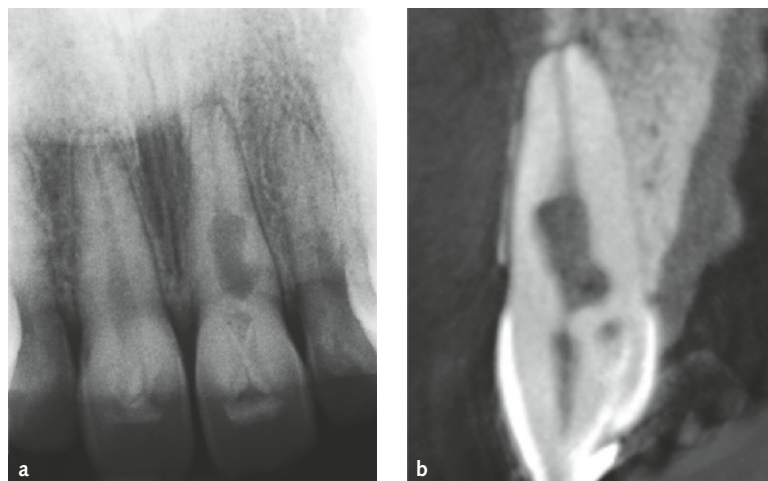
und b a) Intraorale Röntgenaufnahme mit interner Resorption bis in das mittlere Wurzel Drittel am Zahn 21. b) In der sagittalen Ebene der DVT-Aufnahme lässt sich die tiefe Ausdehnung der Invagination bis zur Resorption erkennen.
